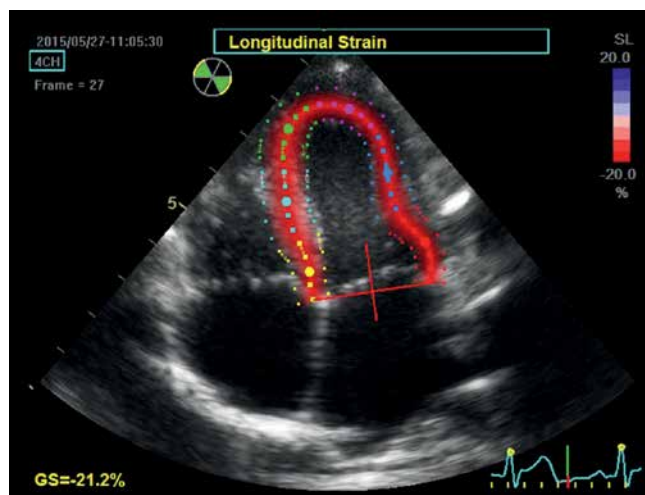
Apical four-chamber view, late systolic phase. The image is used to determine the longitudinal strain. The internal – endocardial border of the left ventricle was outlined manually by an investigator, then the system generated the external line delineating the epicardial border and the RV endocardial septal surface as well as the midline, delineating the middle myocardial layer. This was followed by a manual adjustment of the external border to the actual epicardial border and the septum. Furthermore, the system automatically 'smoothed' the ROI image borders during strain analysis. The region of interest was automatically divided into six equal segments corresponding to anatomical segments, each represented by a different color. Line charts for segmental strain generated as a result of analysis are in colors corresponding to the individual segments in the 2D image. The longitudinal strain component is analyzed along directions tangential to the above described lines defining the ROI (arrows). The points move closer to each other during systole and move away from each other during diastole. The degree of this deformation is expressed as strain. The shortening of the individual segments is coded red (negative strain), while their extension is coded blue (positive strain). The intense red color distributed uniformly along the entire analyzed region indicates advanced, final phase of the process of shortening of the investigated segments. Uniform color intensity in all segments indicated normal synergistic systolic LV function in a given patient
